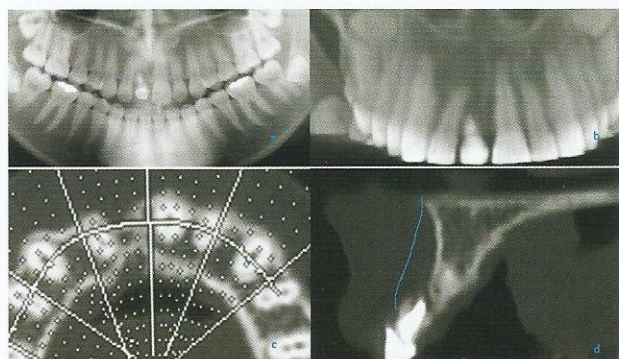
(a) Radiografía panorámica y Tomografía computada previa: (b)plano frontal, (c) plano transversal y (d) plano sagital
